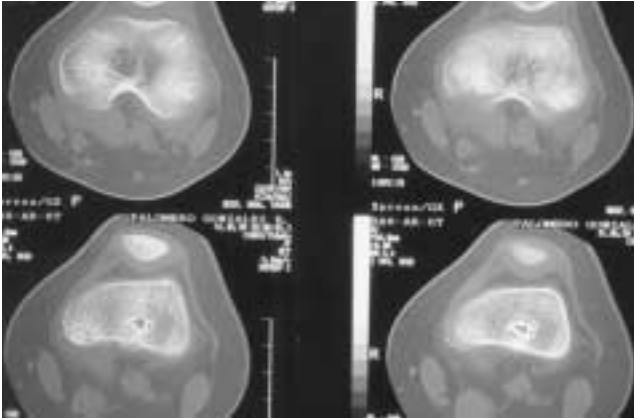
Resonancia magnética región distal de fémur izquierdo: imagen secuencial de epifisiodesis.
